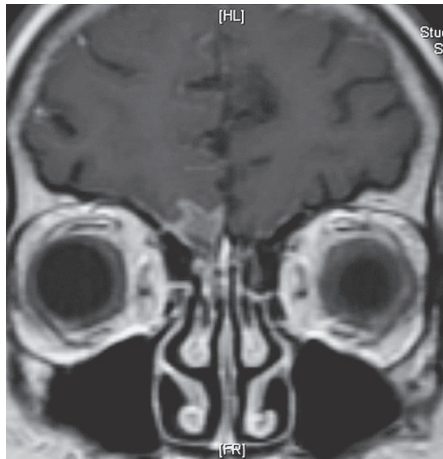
頭部造影 MRI. 右側鼻腔～前頭蓋底に高信号領域を認める.
